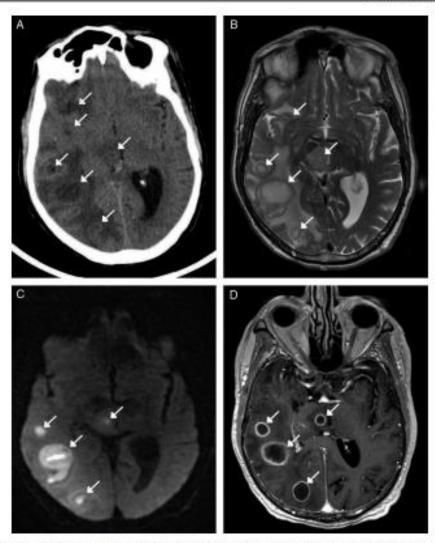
Consumidor habitual de heroína por via intravenosa que acude a urgencias por descrientación. A) TC sin contraste intravenoso en la que se identifican múltiples abscesos supratentoriales subcorticales de predominio derecho y en el mesencéfalo (flechas). B) Imagen transversal de RM potenciada en T2 que confirma los hallazgos y muestra el importante edema vasogénico peritesional. C) En la secuencia de difusión, el contenido de los abscesos presenta restricción por tratarse de material purulento. D) Tras la administración de contraste, los abscesos se realizan de forma anular completa. El microorganismo implicado fue Staphylococcus gureus.
